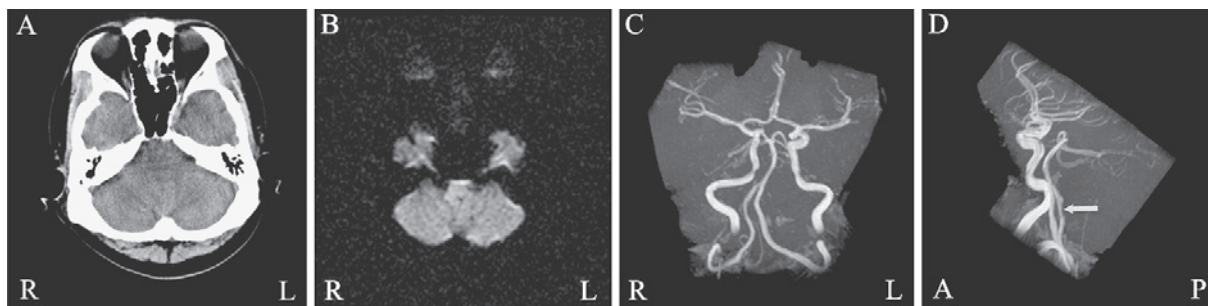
入院時（発症約7時間後）の頭部CT, MRI, MRA
